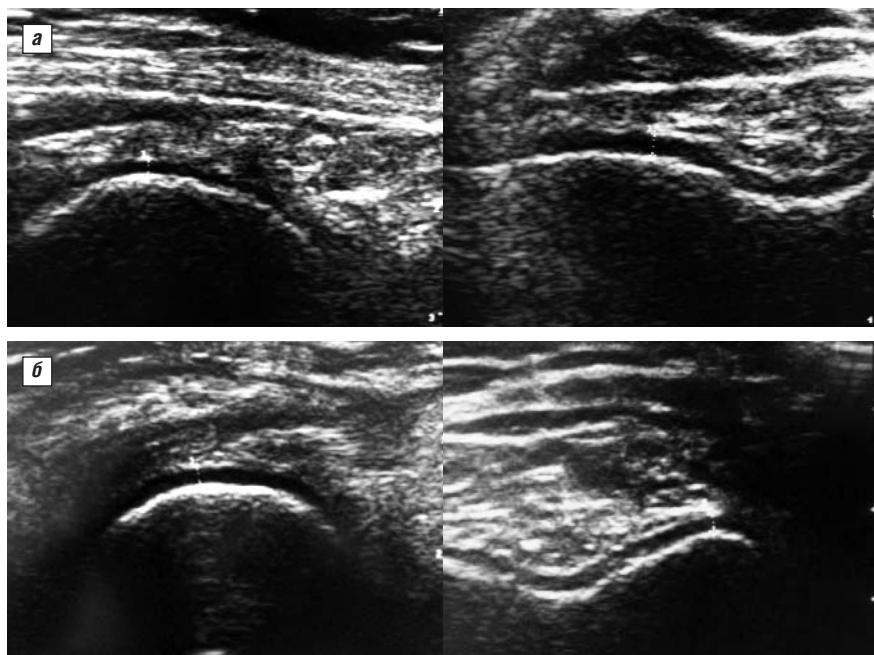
Данные УЗИ коленных суставов больной Л.Р.: а — до лечения; б — через 24 нед после начала лечения
